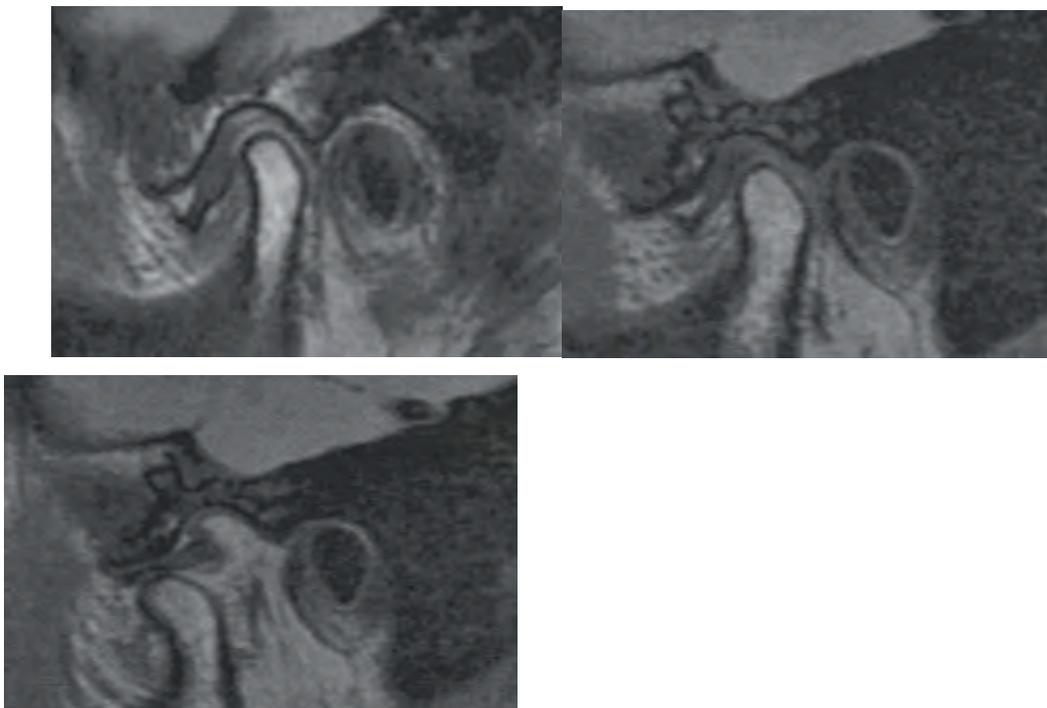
IRM de gauche à droite :
